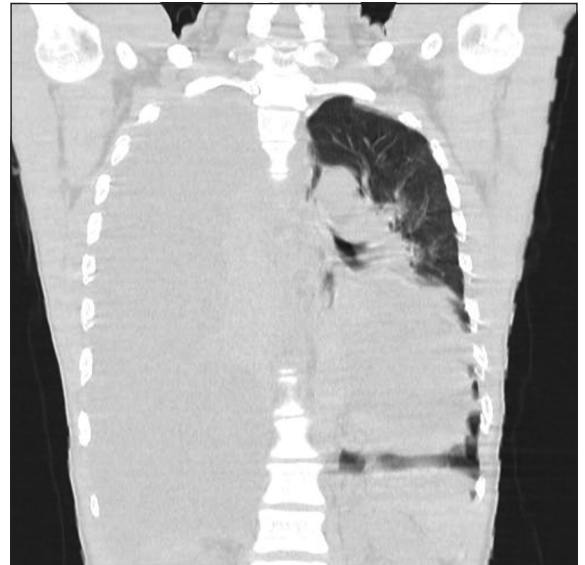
Tomografía de tórax de alta resolución al ingreso. Corte coronal. Parénquima pulmonar con atelectasia completa del pulmón derecho y gran cantidad de líquido pleural derecho a tensión. Hay presencia de gran cantidad de líquido pericárdico.
